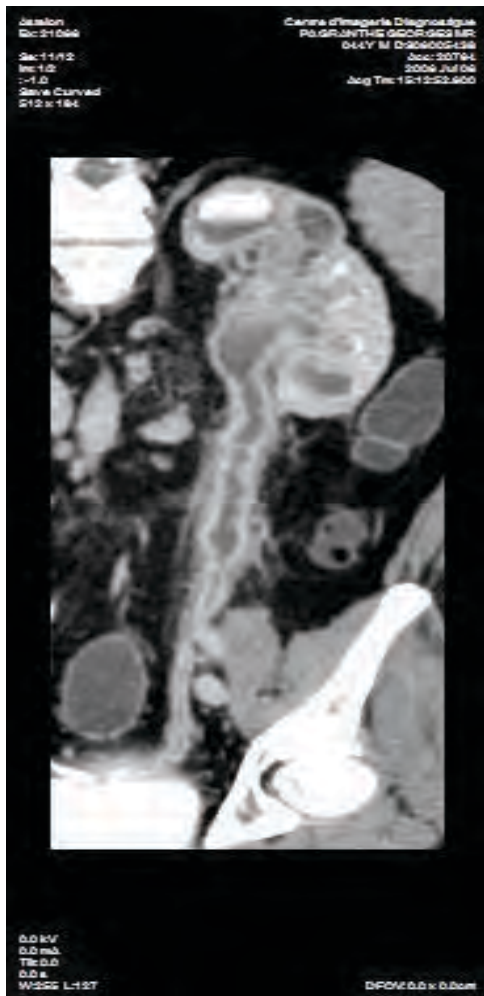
Image de tuberculose rénale et urétérale à la TDM (cliché abdominopelvien avec injection de produit de contraste à la phase tardive)
